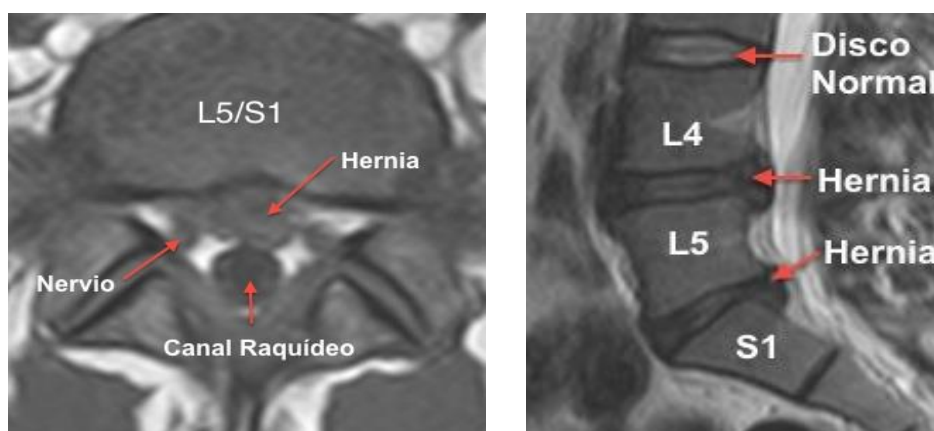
Hernia discal en resonancia
